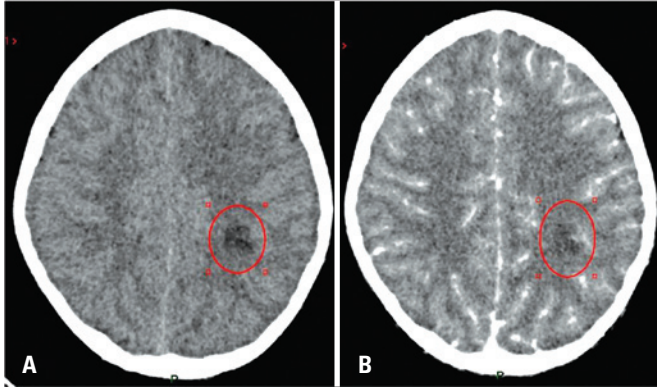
Tomografia computadorizada do crânio sem (A) e com (B) contraste iodado IV mostra uma área hipoatenuante sem realce no centro semioval e na substância branca parietal subcortical no hemisfério esquerdo (círculos vermelhos)
